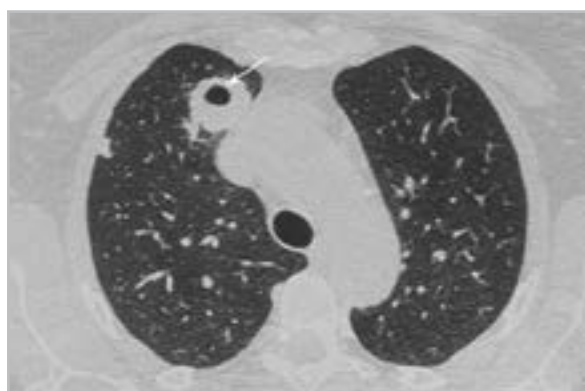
Компьютерная томограмма грудной клетки в аксиальной проекции — в S3 правого легкого определяется округлое образование с полостью распада (*стрелка*)
